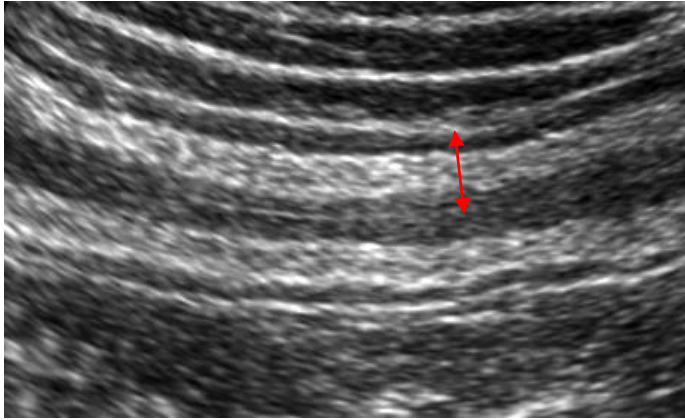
US grade2 粘膜、粘膜下層の肥厚を認める。粘膜下層の低エコー化はなく、層構造の境界は明瞭である。ハウストラは消失している。赤矢印は腸管壁厚を示している。
